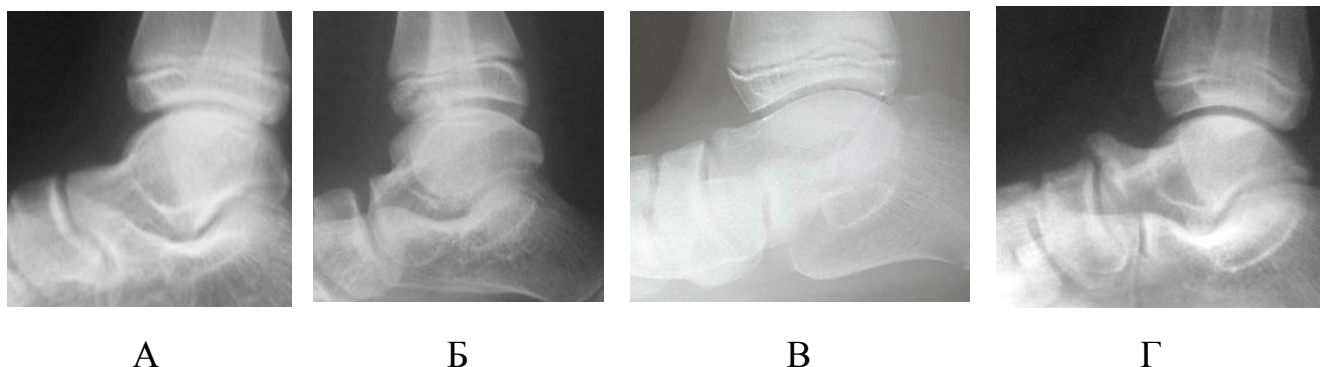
Стадии артроза таранно-ладьевидного сустава по классификации J.H. Kellgren и J.S. Lawrence в модификации H.B. Menz на примере рентгенограмм пациентов с тарзальными коалициями
